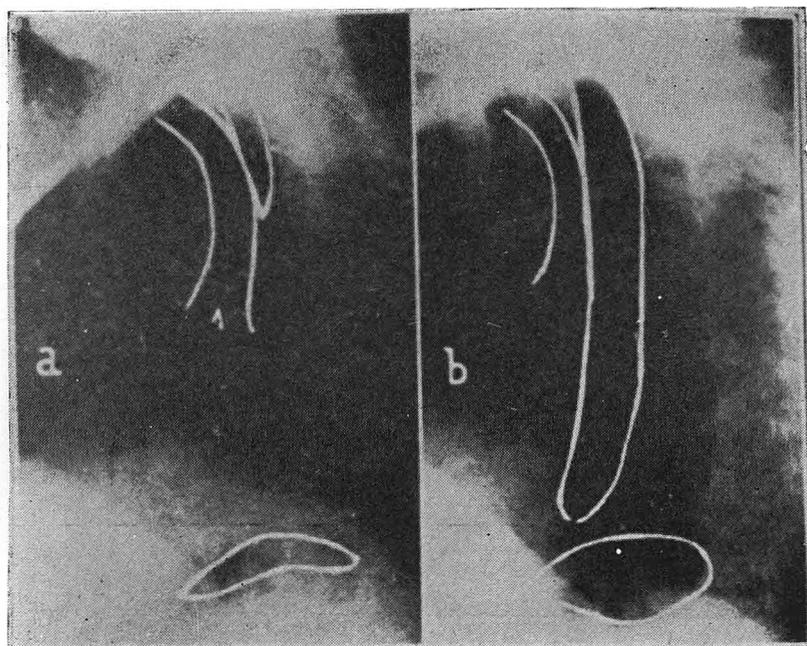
Figura número 5.—Radiografías laterales del tórax en las cuales se ve: a) La tráquea y una pequeña cantidad de aire en la parte alta del esófago y del estómago. b) El esófago enormemente dilatado por el aire inspirado y la burbuja de aire del estómago aumentada también.
